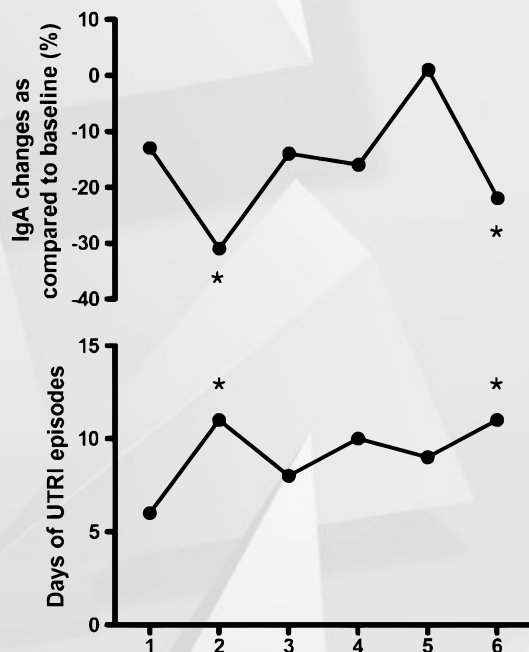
Cambios de inmunoglobulina A salival como marcador sistémico del sistema inmune (A) y reporte de infecciones de tracto respiratorio alto a lo largo de 8 partidos de fútbol (eje-X). (adaptado de Mortatti, AL, Moreira, A, Aoki, MS, Crewther, BT, Castagna, C, de Arruda, AFS, and Filho, JM. Effect of competition on salivary cortisol, immunoglobulin A, and upper respiratory tract infections in elite young soccer players. J Strength Cond Res 26(5): 1396–1401, 2012)
